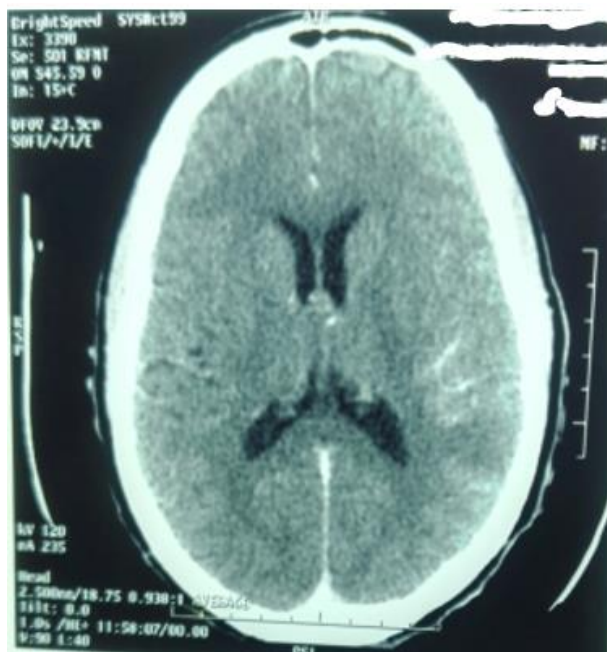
Injected brain CT scan, axial section of a left fronto-parietal tuberculous abscess.
